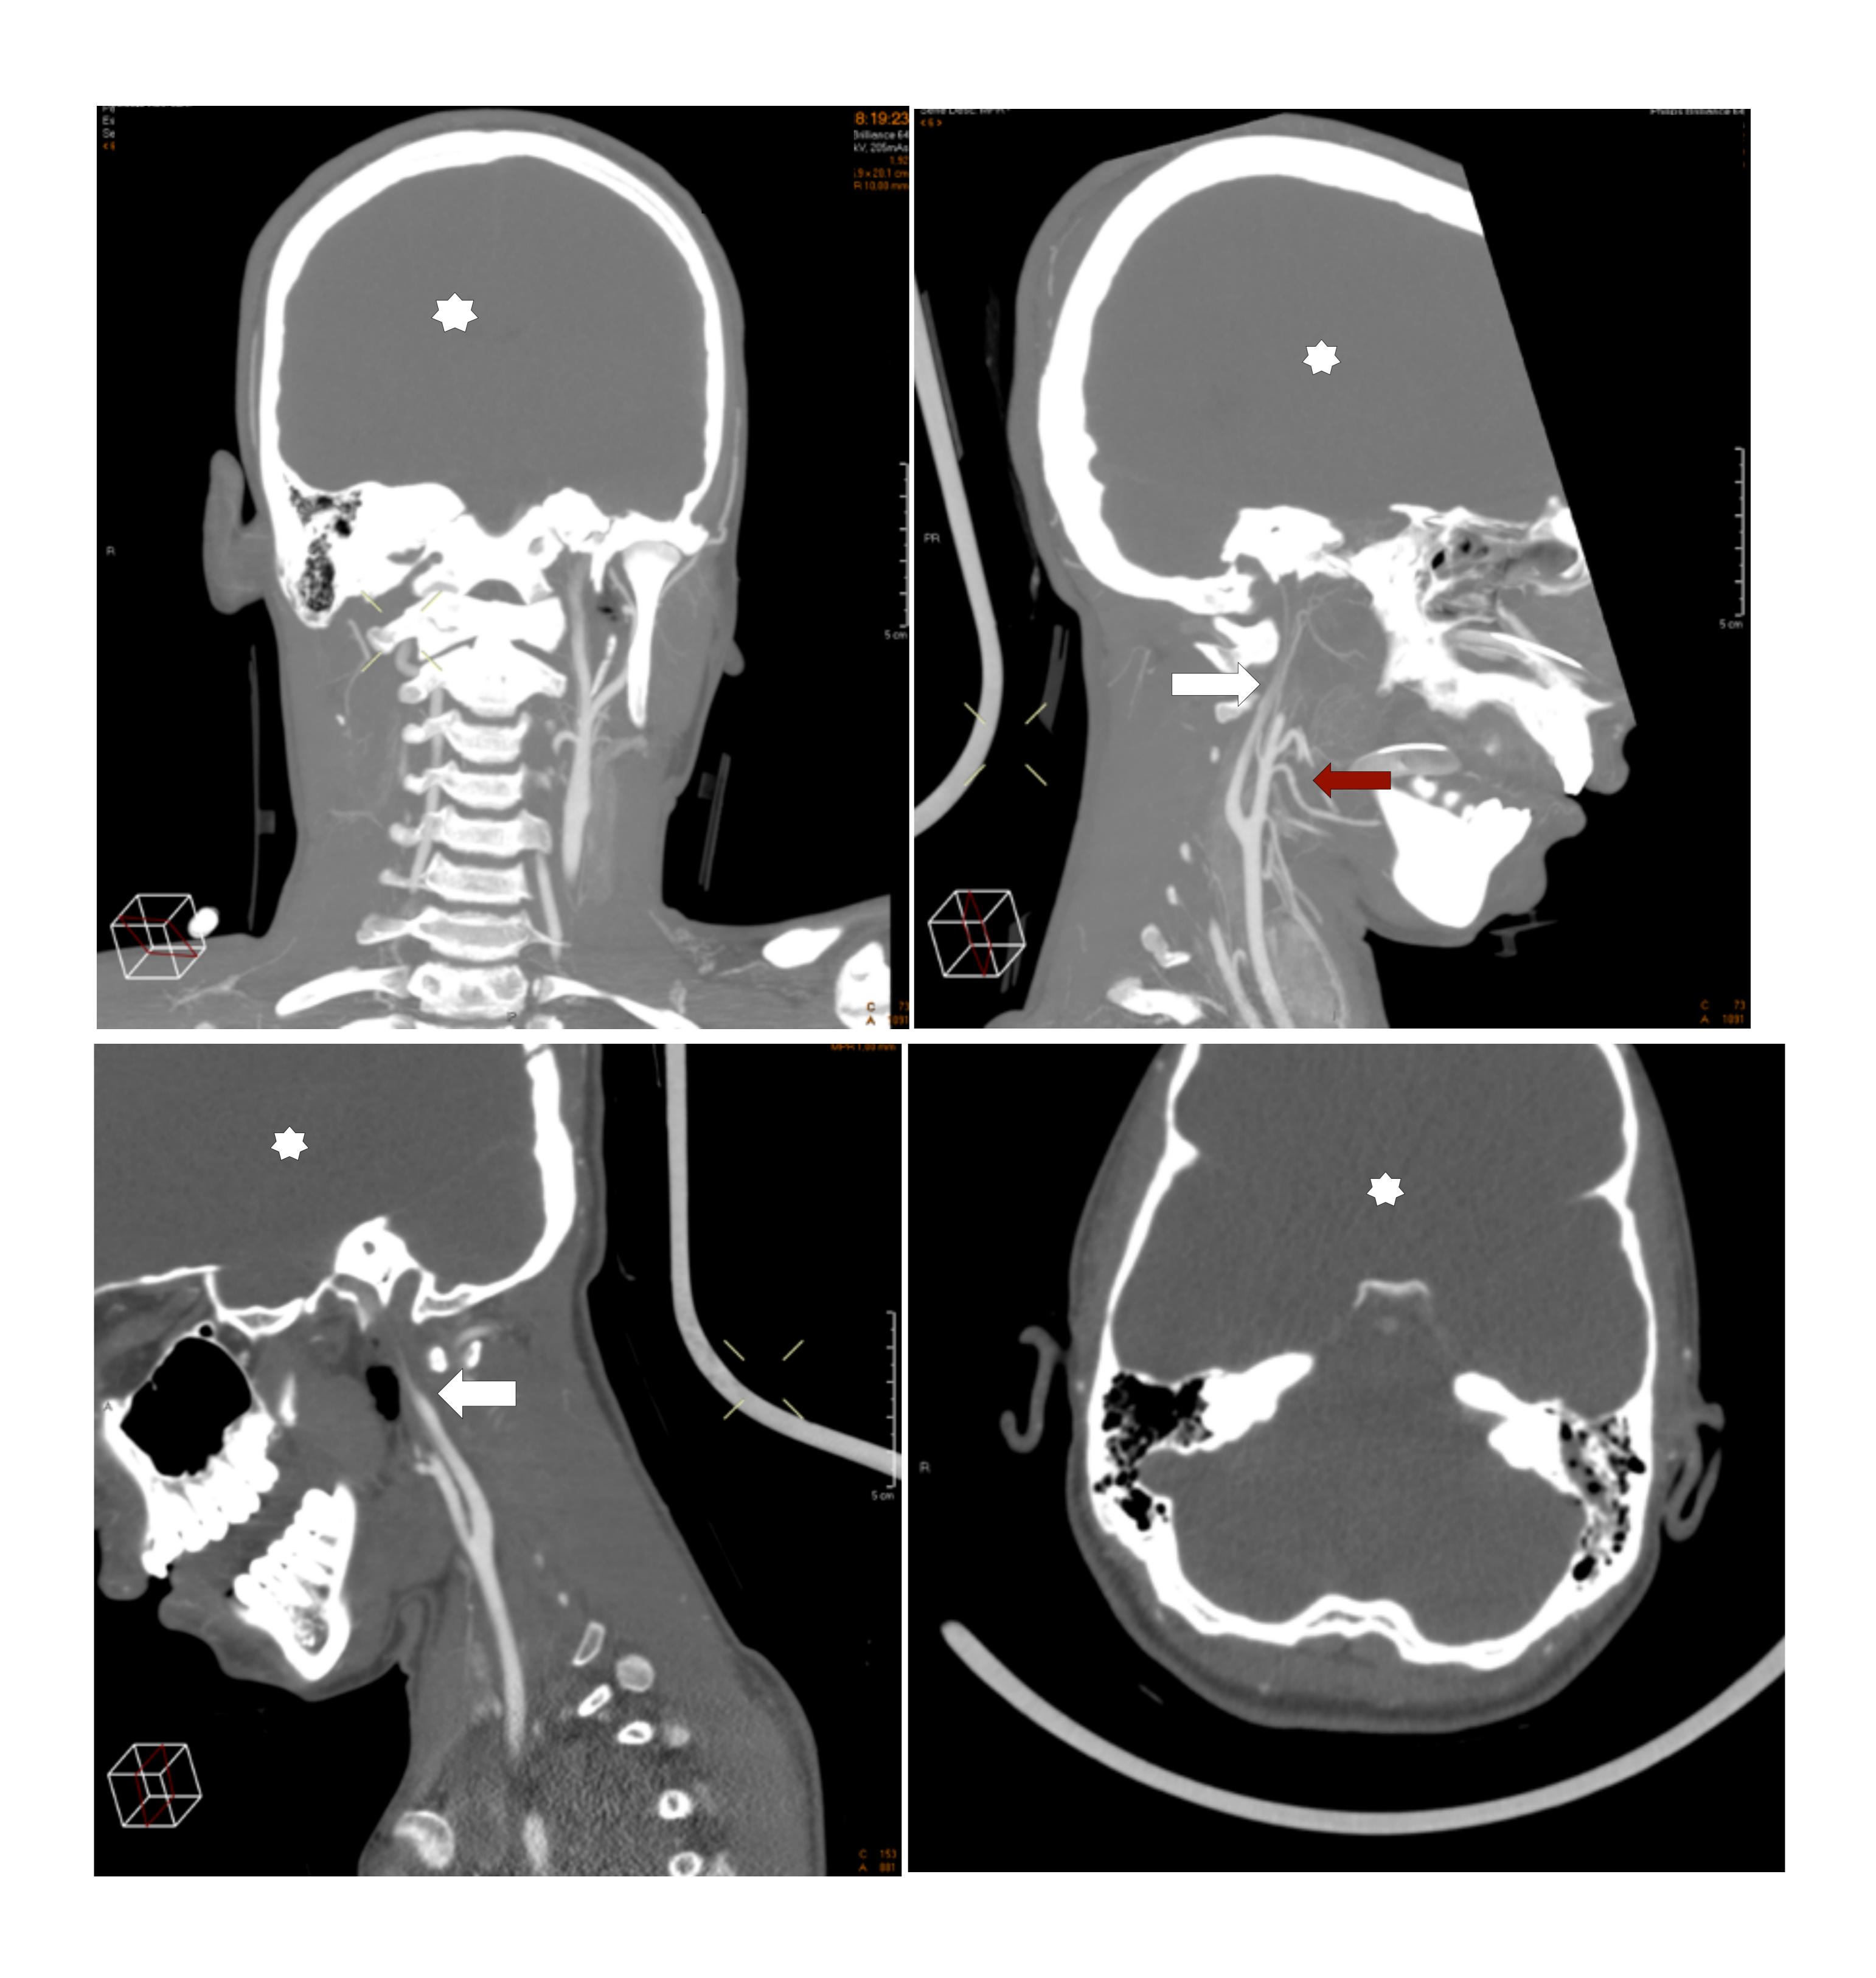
Angio-TC de troncos supraaórticos (TSA) del mismo paciente anterior con signos de muerte encefálica en TC sin contraste. Se visualiza en los diferentes planos (coronal, sagital y axial respectivamente) ausencia de opacificación vascular intracraneal (asterisco), persistencia del relleno vascular extracraneal, adecuado realce de las ramas ACE (flecha roja) y afilamiento de la ACI sin llegar a visualizar su porción intracraneal. (flecha blanca).
